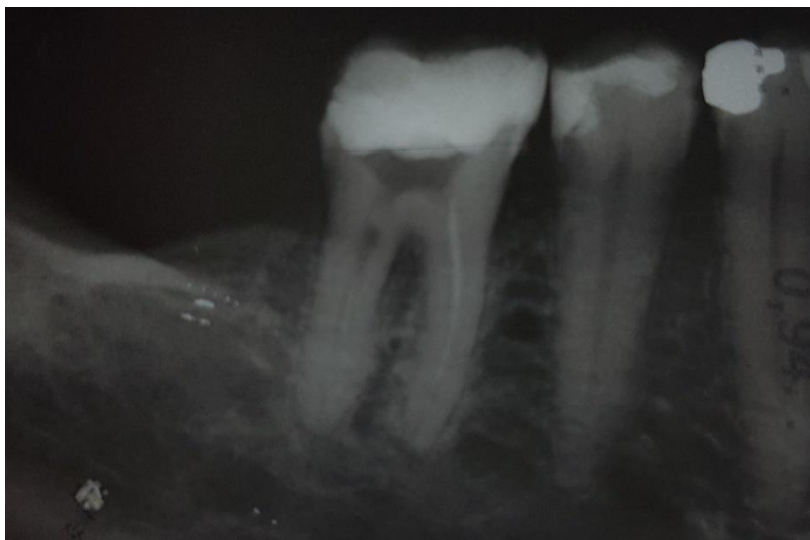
Radiografia periapical inicial pela técnica do paralelismo para diagnóstico inicial
